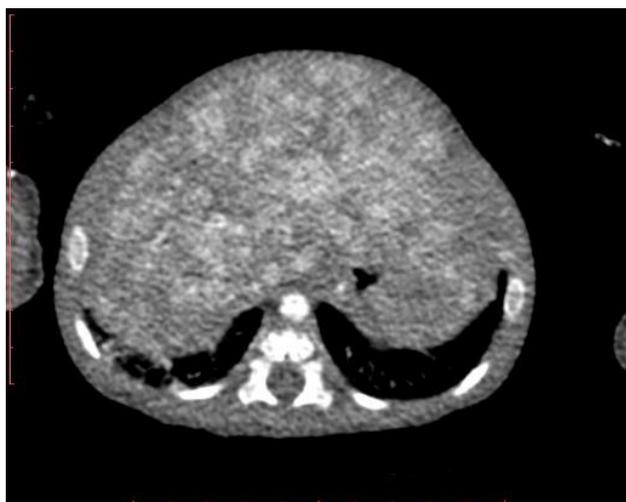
Tomografía Computarizada Contrastada donde se evidencia hepatomegalia con múltiples áreas de realce nodular periférico y central (altamente vascularizadas).
